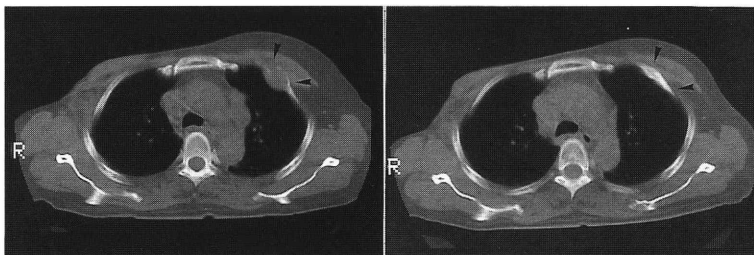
左(A)は化療開始2週後のCTで、左第2肋骨転移による腫瘍形成が認められる。右(B)は7カ月後で腫瘍の消失と肋骨の再生をみる。
